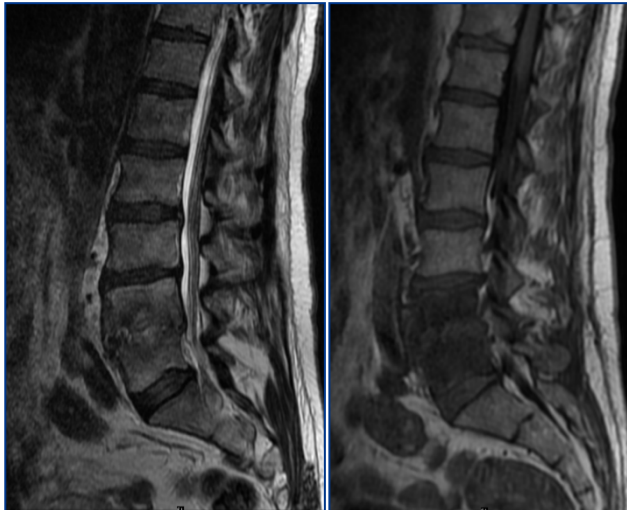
Imágenes de RMN (T1 y T2) en las que se puede apreciar la imagen típica de discitis L4-L5
